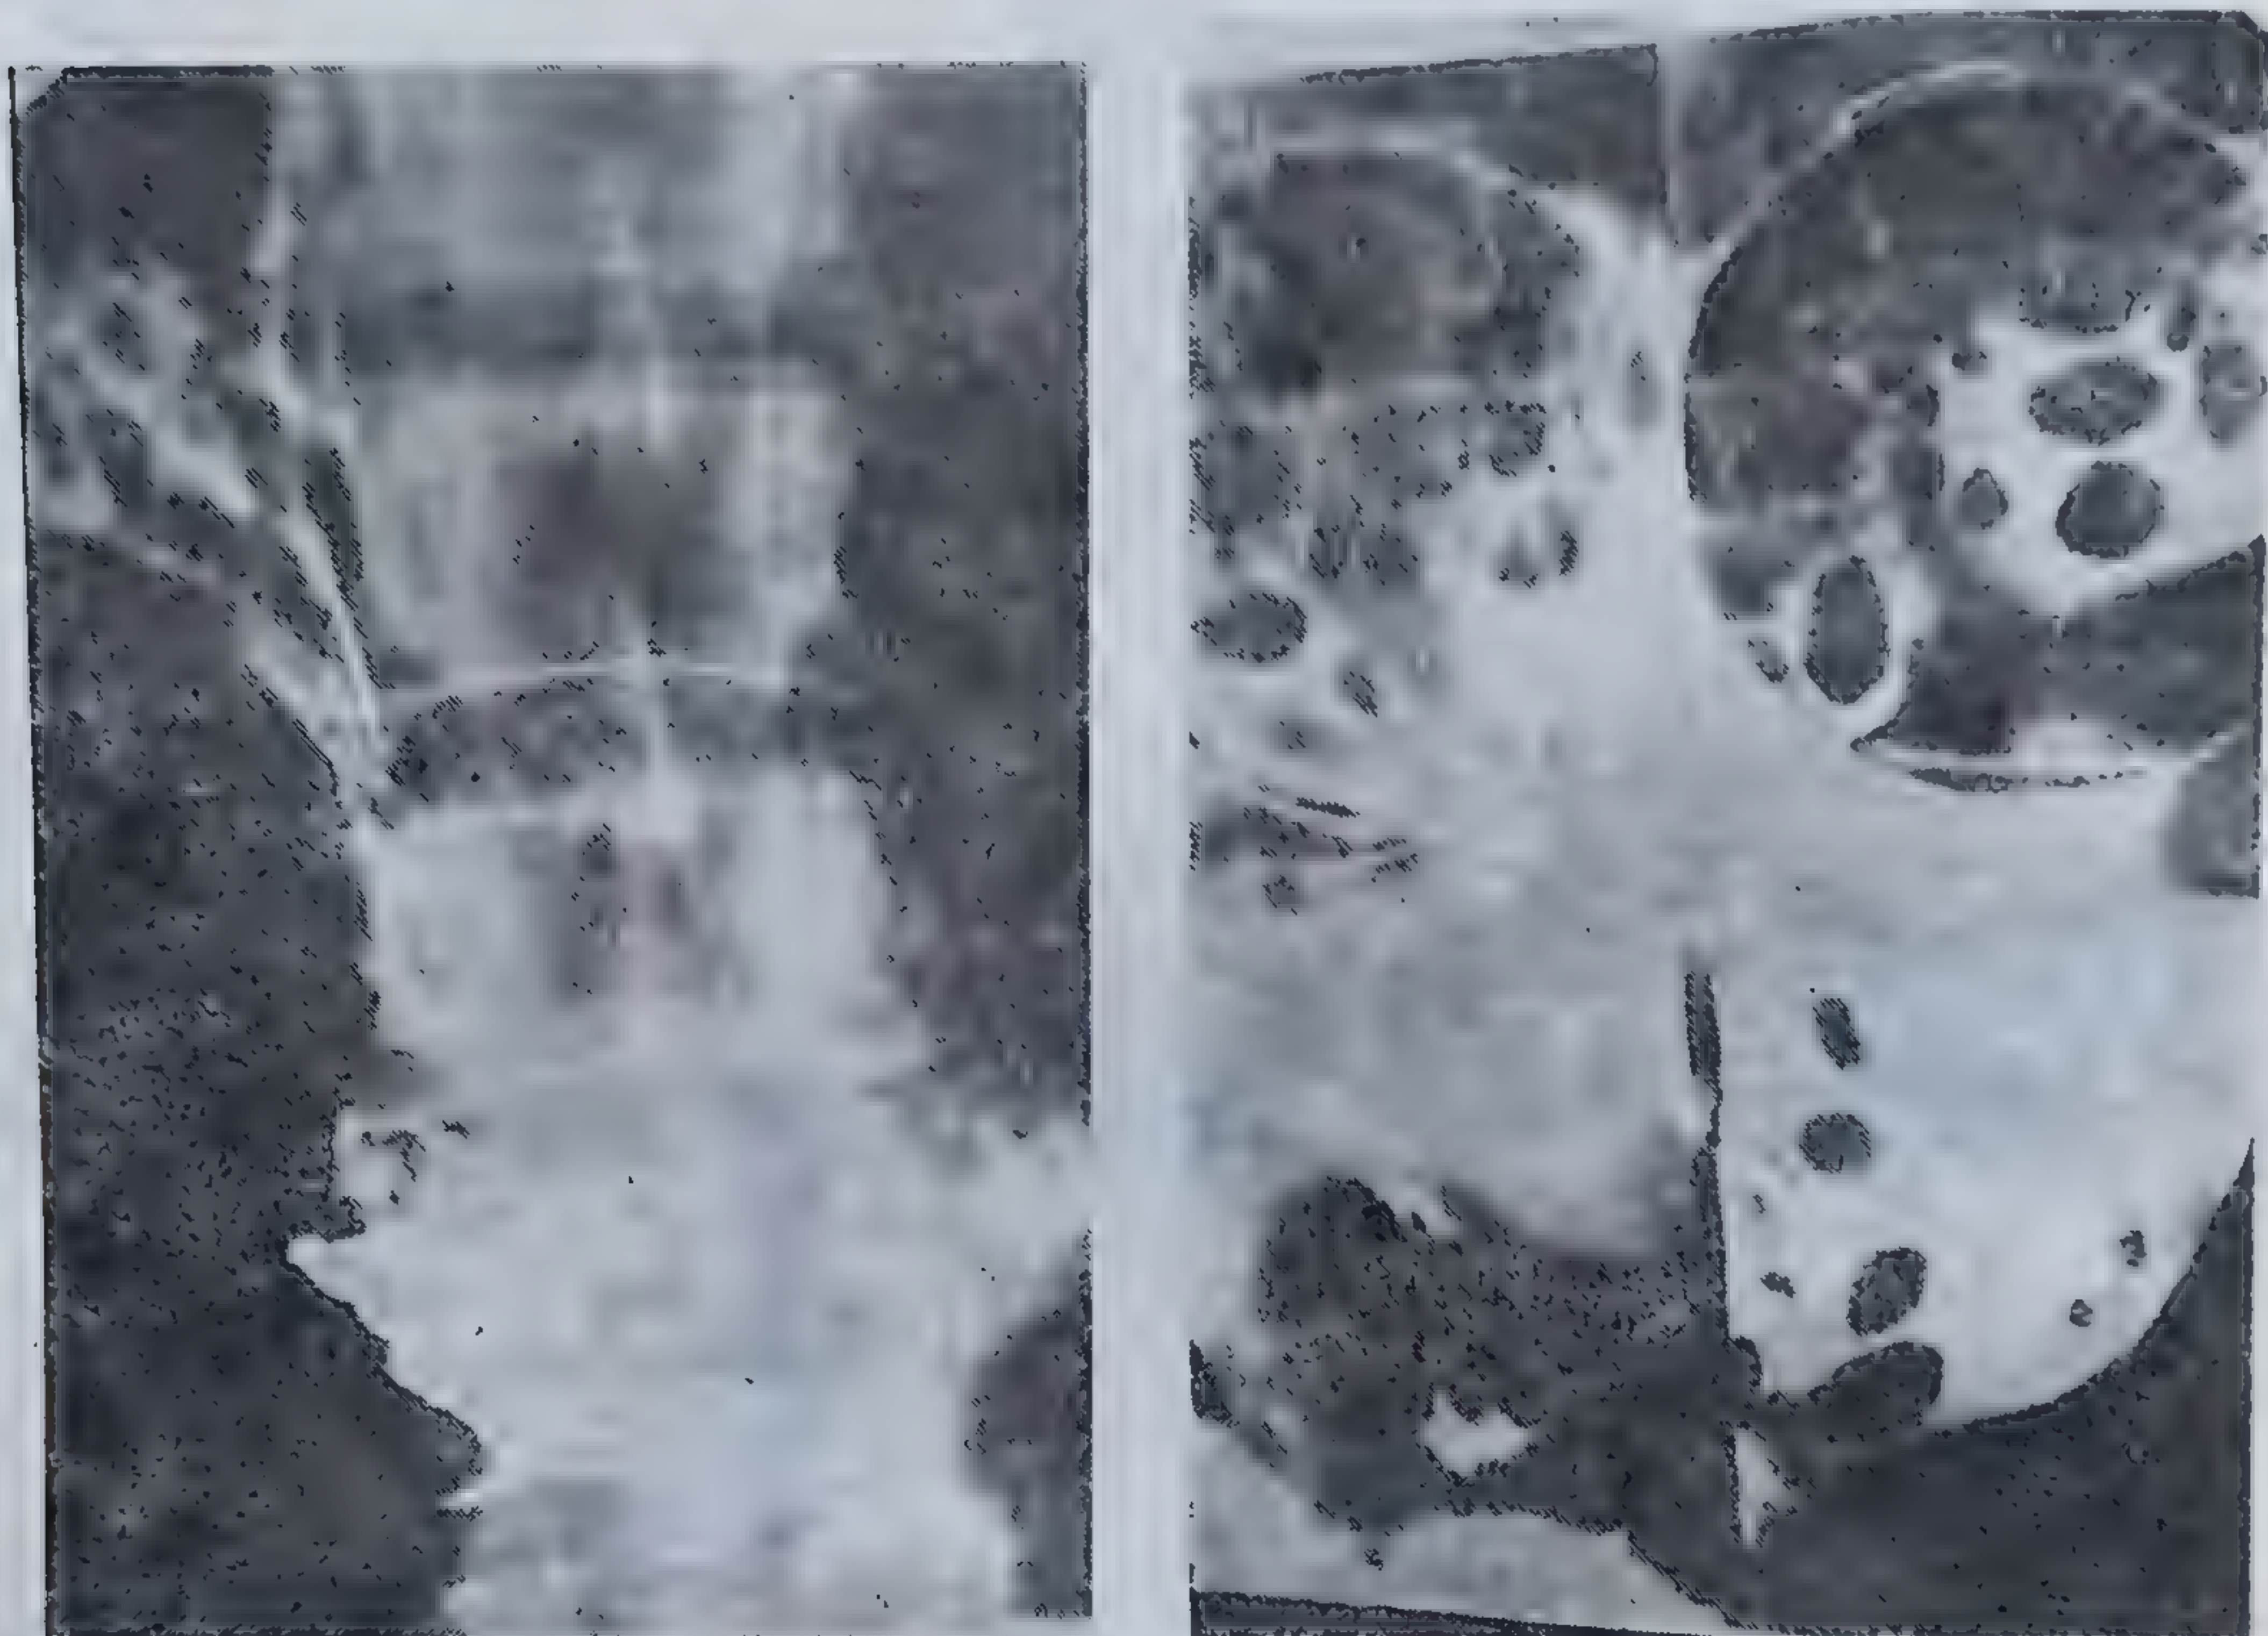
Radiografii. Polipoză gastrică. Fibroscopobiopsia și examenul citologic negative.
